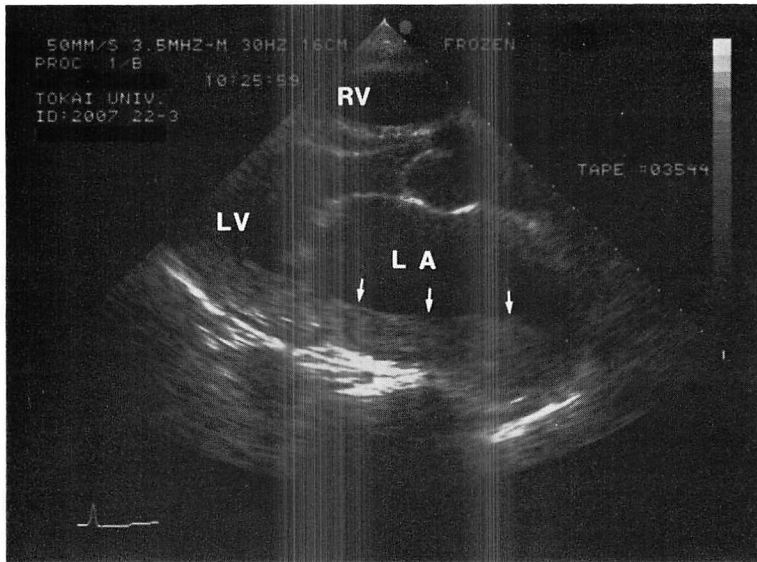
Two-dimensional echocardiogram of a 65-year-old woman with mitral stenosis and left atrial thrombus.
